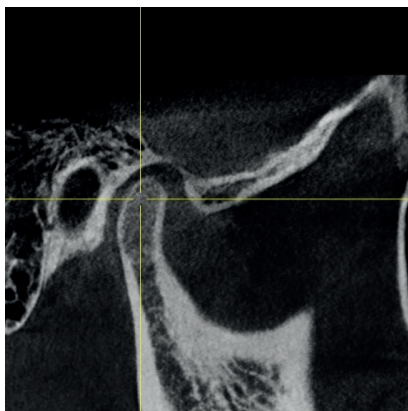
Espacio en CBCT entre cóndilo y fosa glenoidea plano sagital
